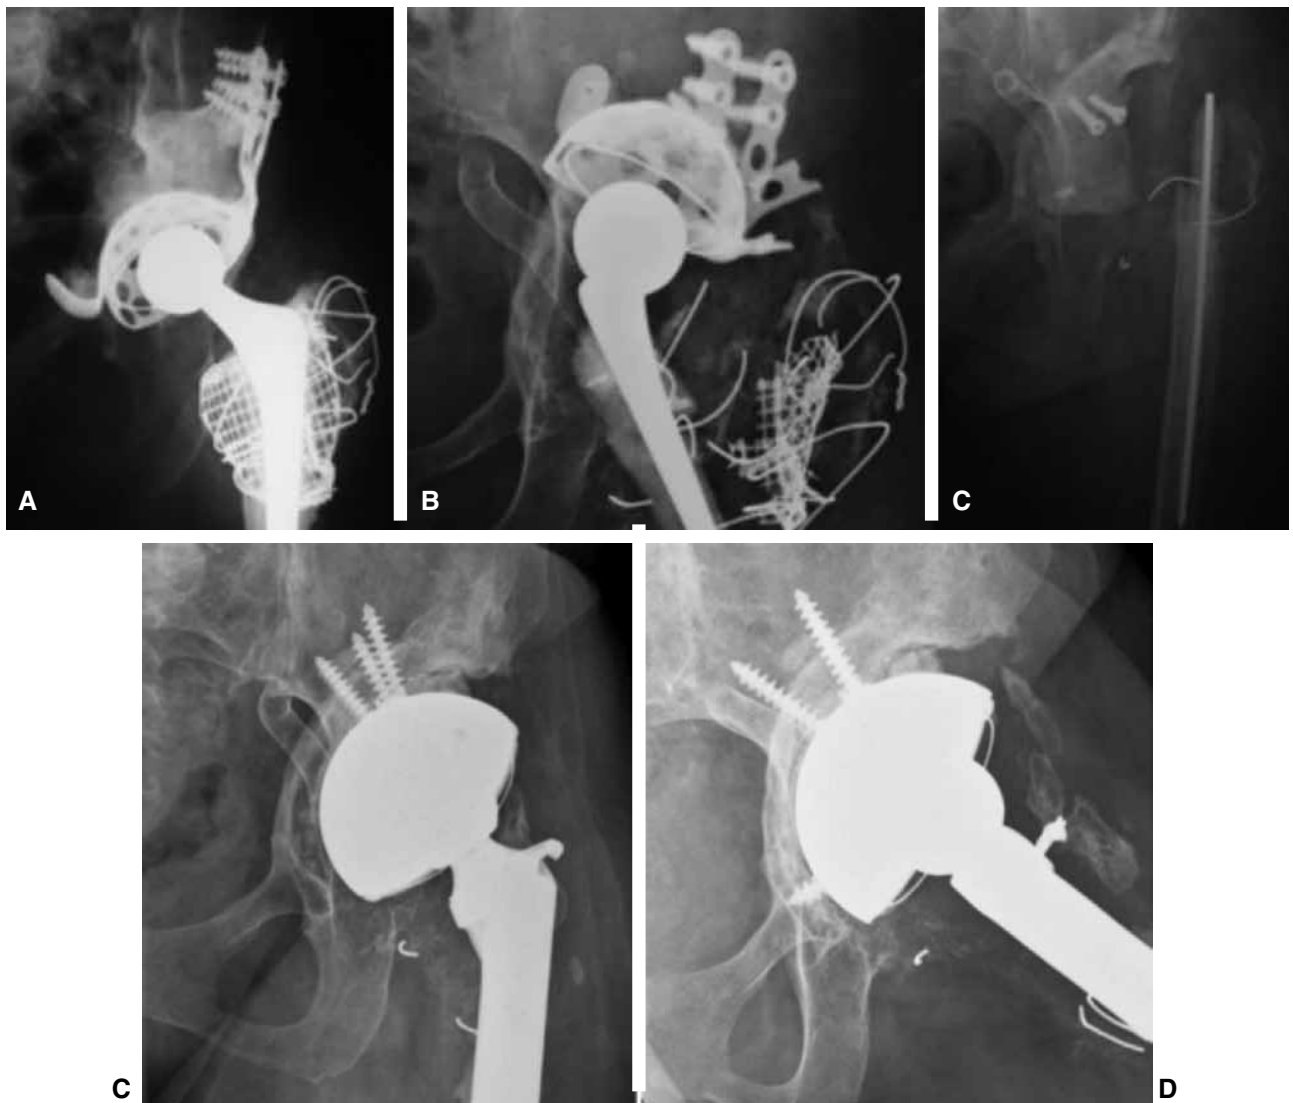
Caso 2. A. Paciente con reconstrucción acetabular mediante un anillo de titanio y aloinjertos óseos impactados. B. Falla séptica de la reconstrucción a los 2 años. Espaciador temporario de cemento con antibióticos. C y D. Radiografía de frente y perfil de cadera izquierda, en la que se evidencia la copa de metal trabecular fija y los aloinjertos óseos impactados incorporados con reconstrucción de la pared medial a los 25 meses posoperatorios.
